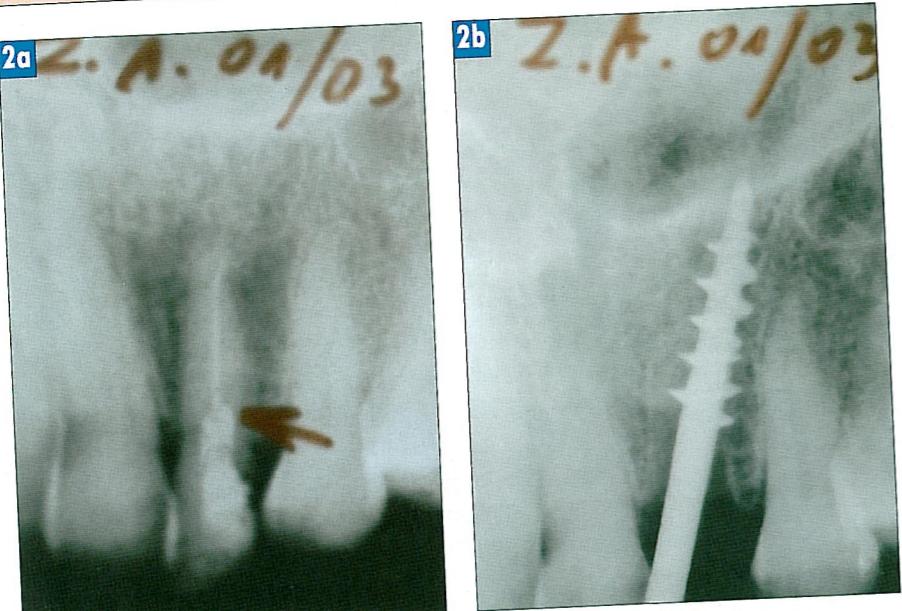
Рентгенограмма зуба 12 до удаления (а) и имплантат в лунке удаленного зуба (б).
